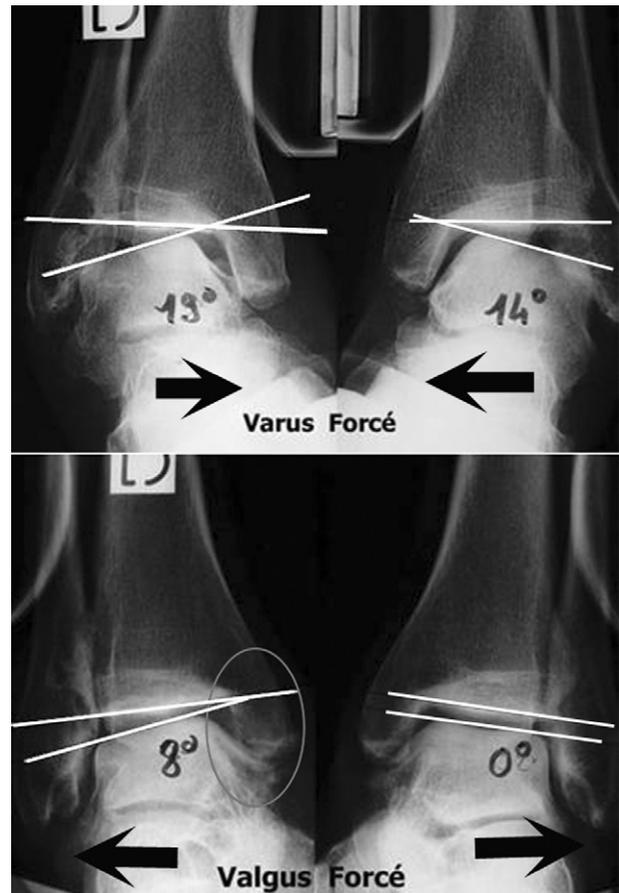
Radiographies dynamiques de la cheville en varus et en valgus forcé (afin de mesurer la laxité latérale et médiale et/ou de juger de la réductibilité d'une déformation).
